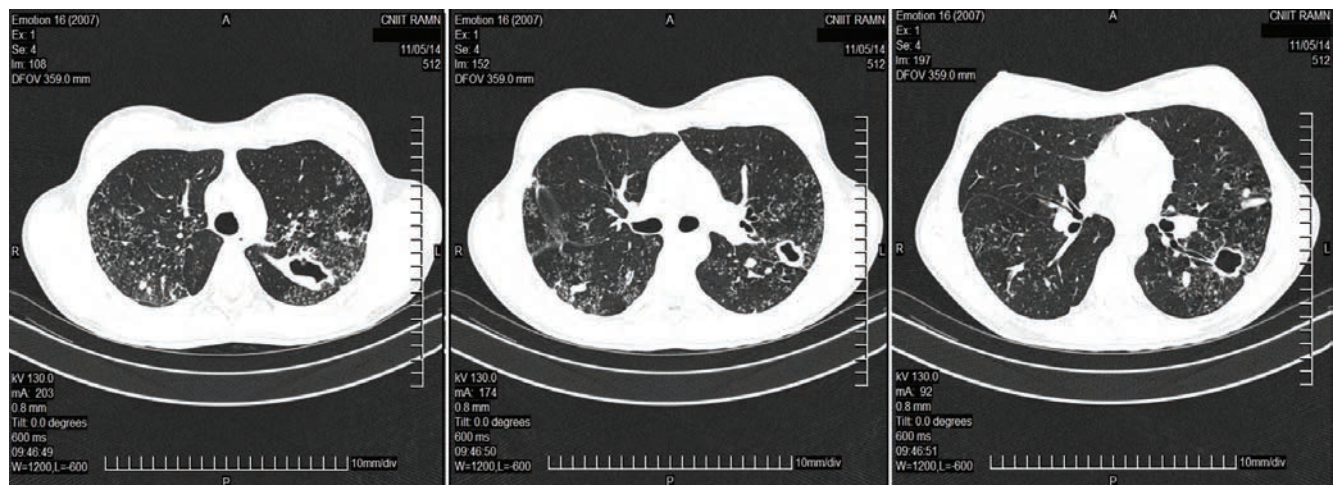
КТ ОГК при поступлении
